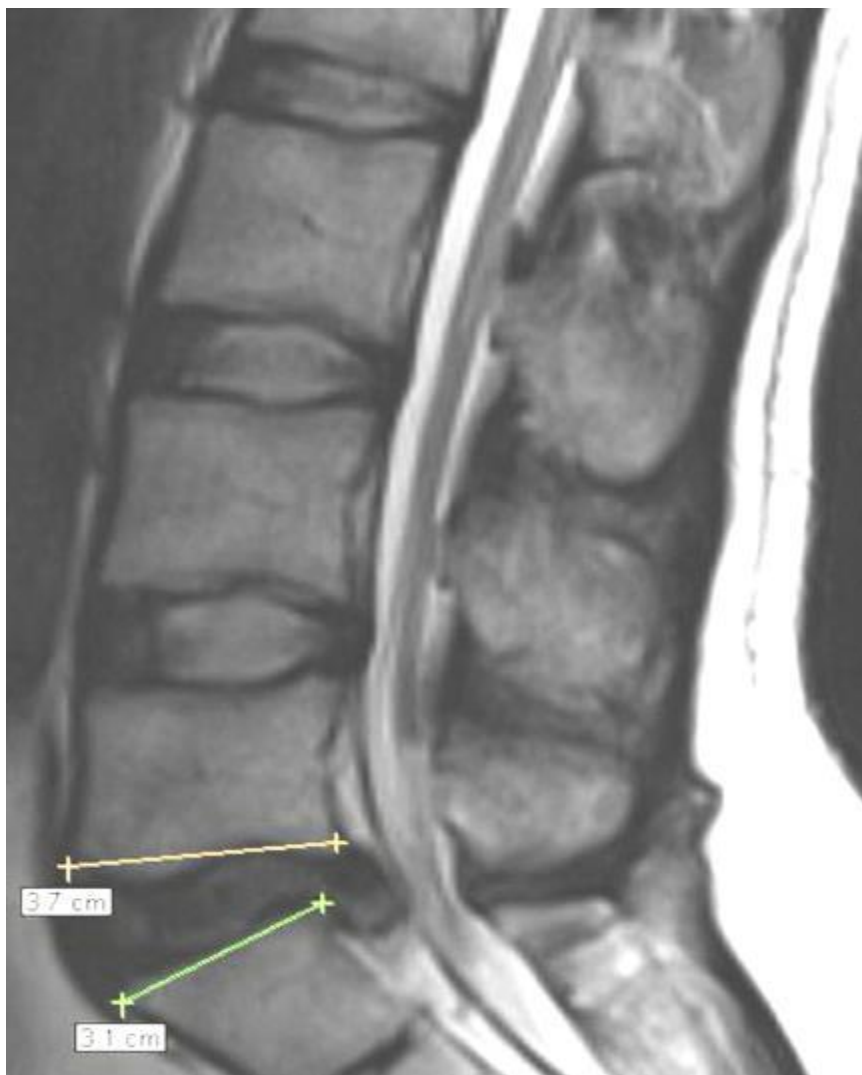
IRM montrant une hernie discale à l'étage L5-S1, séquence T2 [33].
